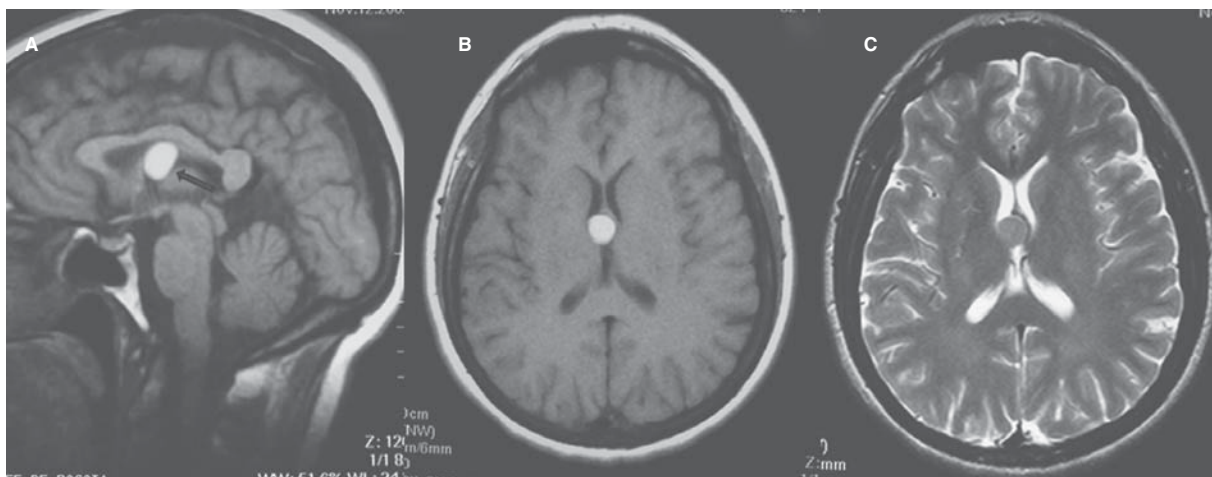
Quiste coloide del III ventrículo. A) RM sagital eco de espín con información T1. B) RM axial con información T1. C) RM axial eco de espín con información T2. Lesión redondeada bien definida dentro del tercer ventrículo. La señal es alta en T1 y baja en T2 por el contenido proteínico del quiste.
